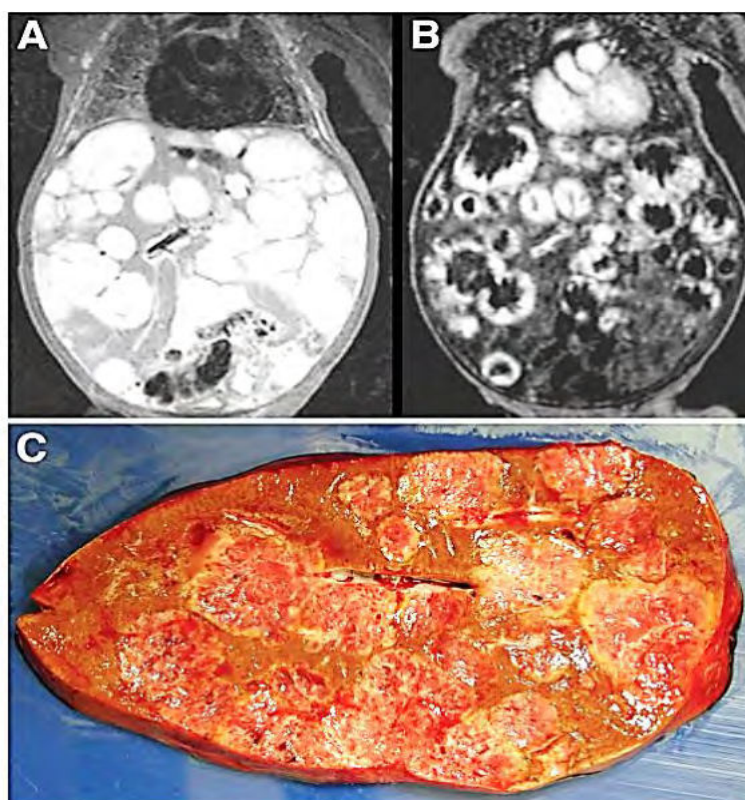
Гемангиоэндотелиома. Мультифокальная опухоль у 5-месячного ребенка не поддавалась резекции. Имелись многочисленные гиперинтенсивные, крупные образования, диффузно поражающие печень (А, В) при МРТ. Пациенту была проведена трансплантация печени (С) Показано поперечное сечение эксплантата. (Finegold M.J., Egler, 2008)
